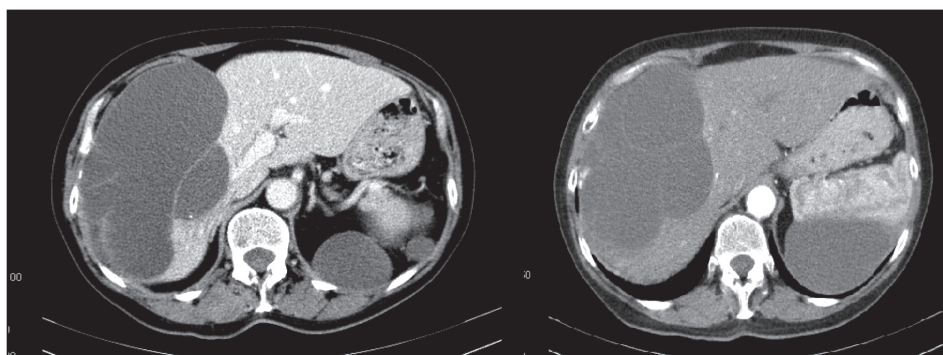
КТ брюшной полости. Продолженный рост опухоли в правом поддиафрагмальном пространстве и у нижнего полюса селезенки, компрессия правой доли печени
